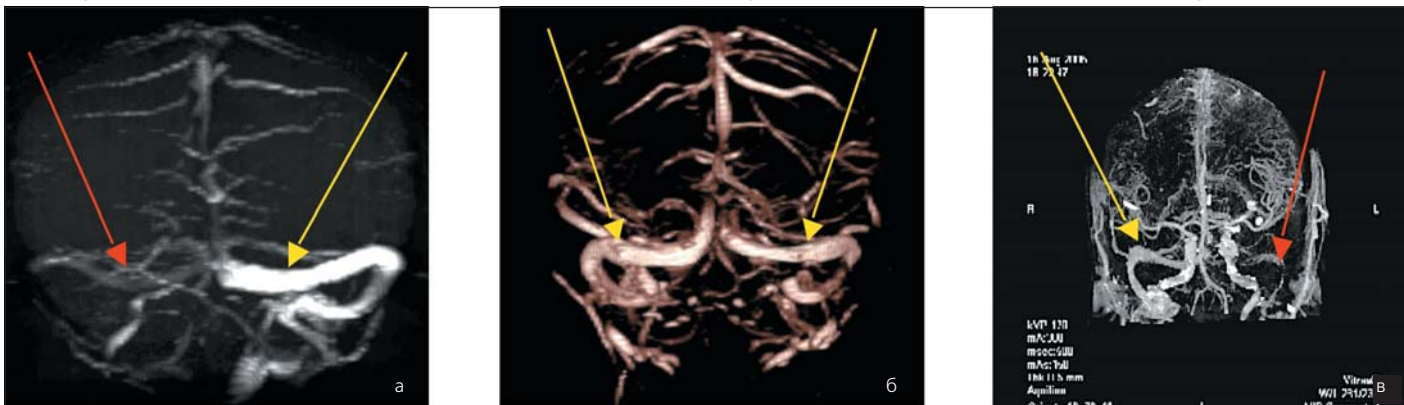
МР-веносинусография. а – при тромбозе правого поперечного синуса. Компенсаторное усиление кровотока по левому поперечному синусу (желтая стрелка). б – норма. в – КТ-веносинусография при тромбозе левого поперечного синуса. Отсутствие сигнала от кровотока по синусам показано красными стрелками
